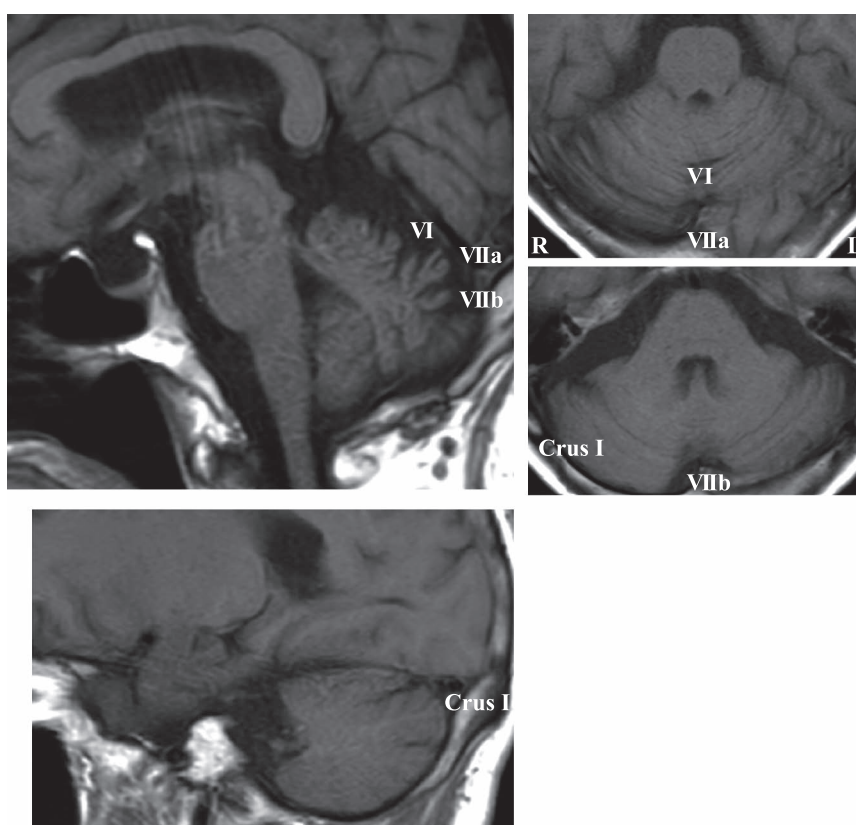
MRI of the brain.
